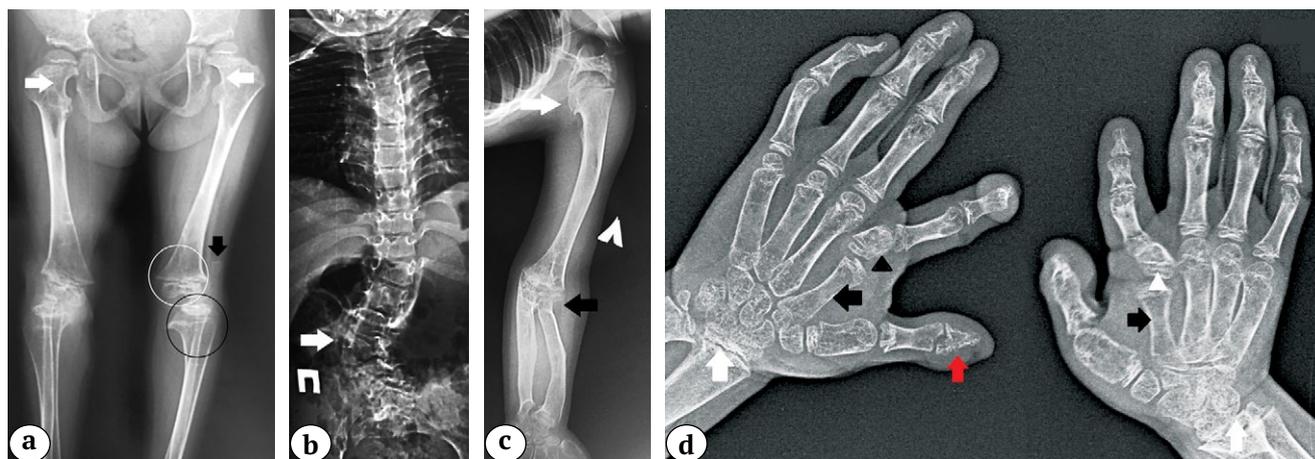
Рентгенограммы пробанда 1:
